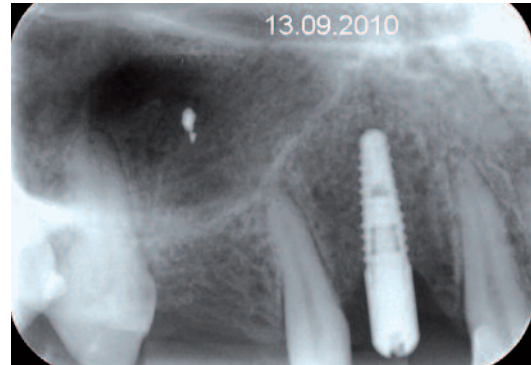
Contrôle radiographique.
